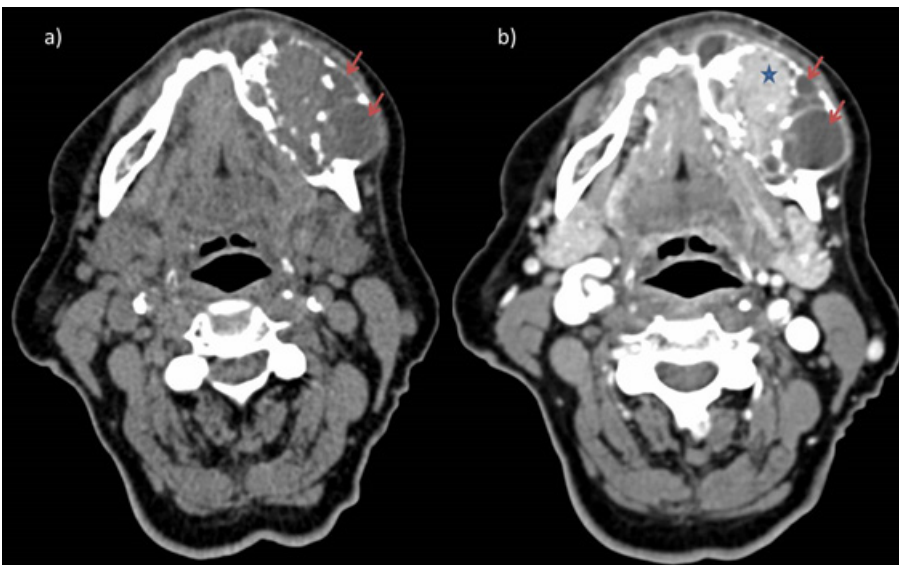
Axial CT images before (a) and after (b) contrast administration show a multilobulated lytic lesion in left mandible with expansive remodelling, scalloped borders, and cortical thinning. Cystic components are seen as non-enhanced hypoattenuating areas (arrows), whereas solid tissue shows contrast-enhancement (star).
